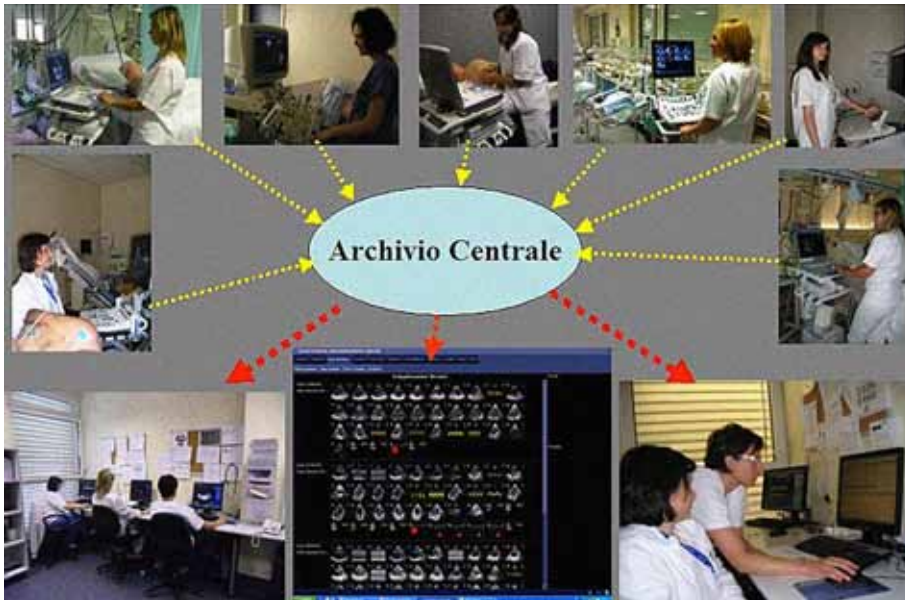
Le Sonographer al lavoro in Poliambulanza
